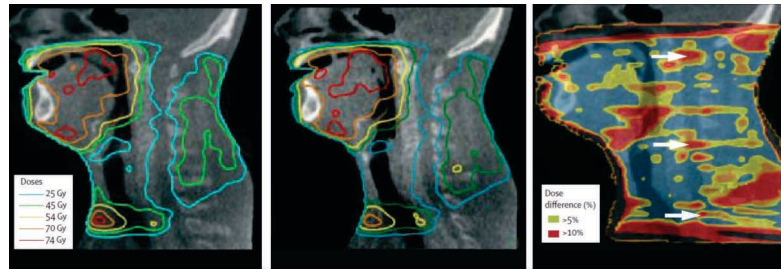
Variações dosimétricas devido a alterações no peso do doente durante um tratamento de radioterapia. Detecção (através da cone beam CT) de alterações anatómicas substanciais entre a primeira (imagem à esquerda) e terceira (imagem ao centro) semana de tratamento, resultando em mudanças na administração de dose. Através da imagem à direita é possível visualizar diferenças de dose em relação ao planeado acima de 5 e 10%. As setas (a branco) correspondem aos locais na medula espinhal, que receberam uma dose igual ou acima de 10% em relação à entrega de dose planeada [90].
